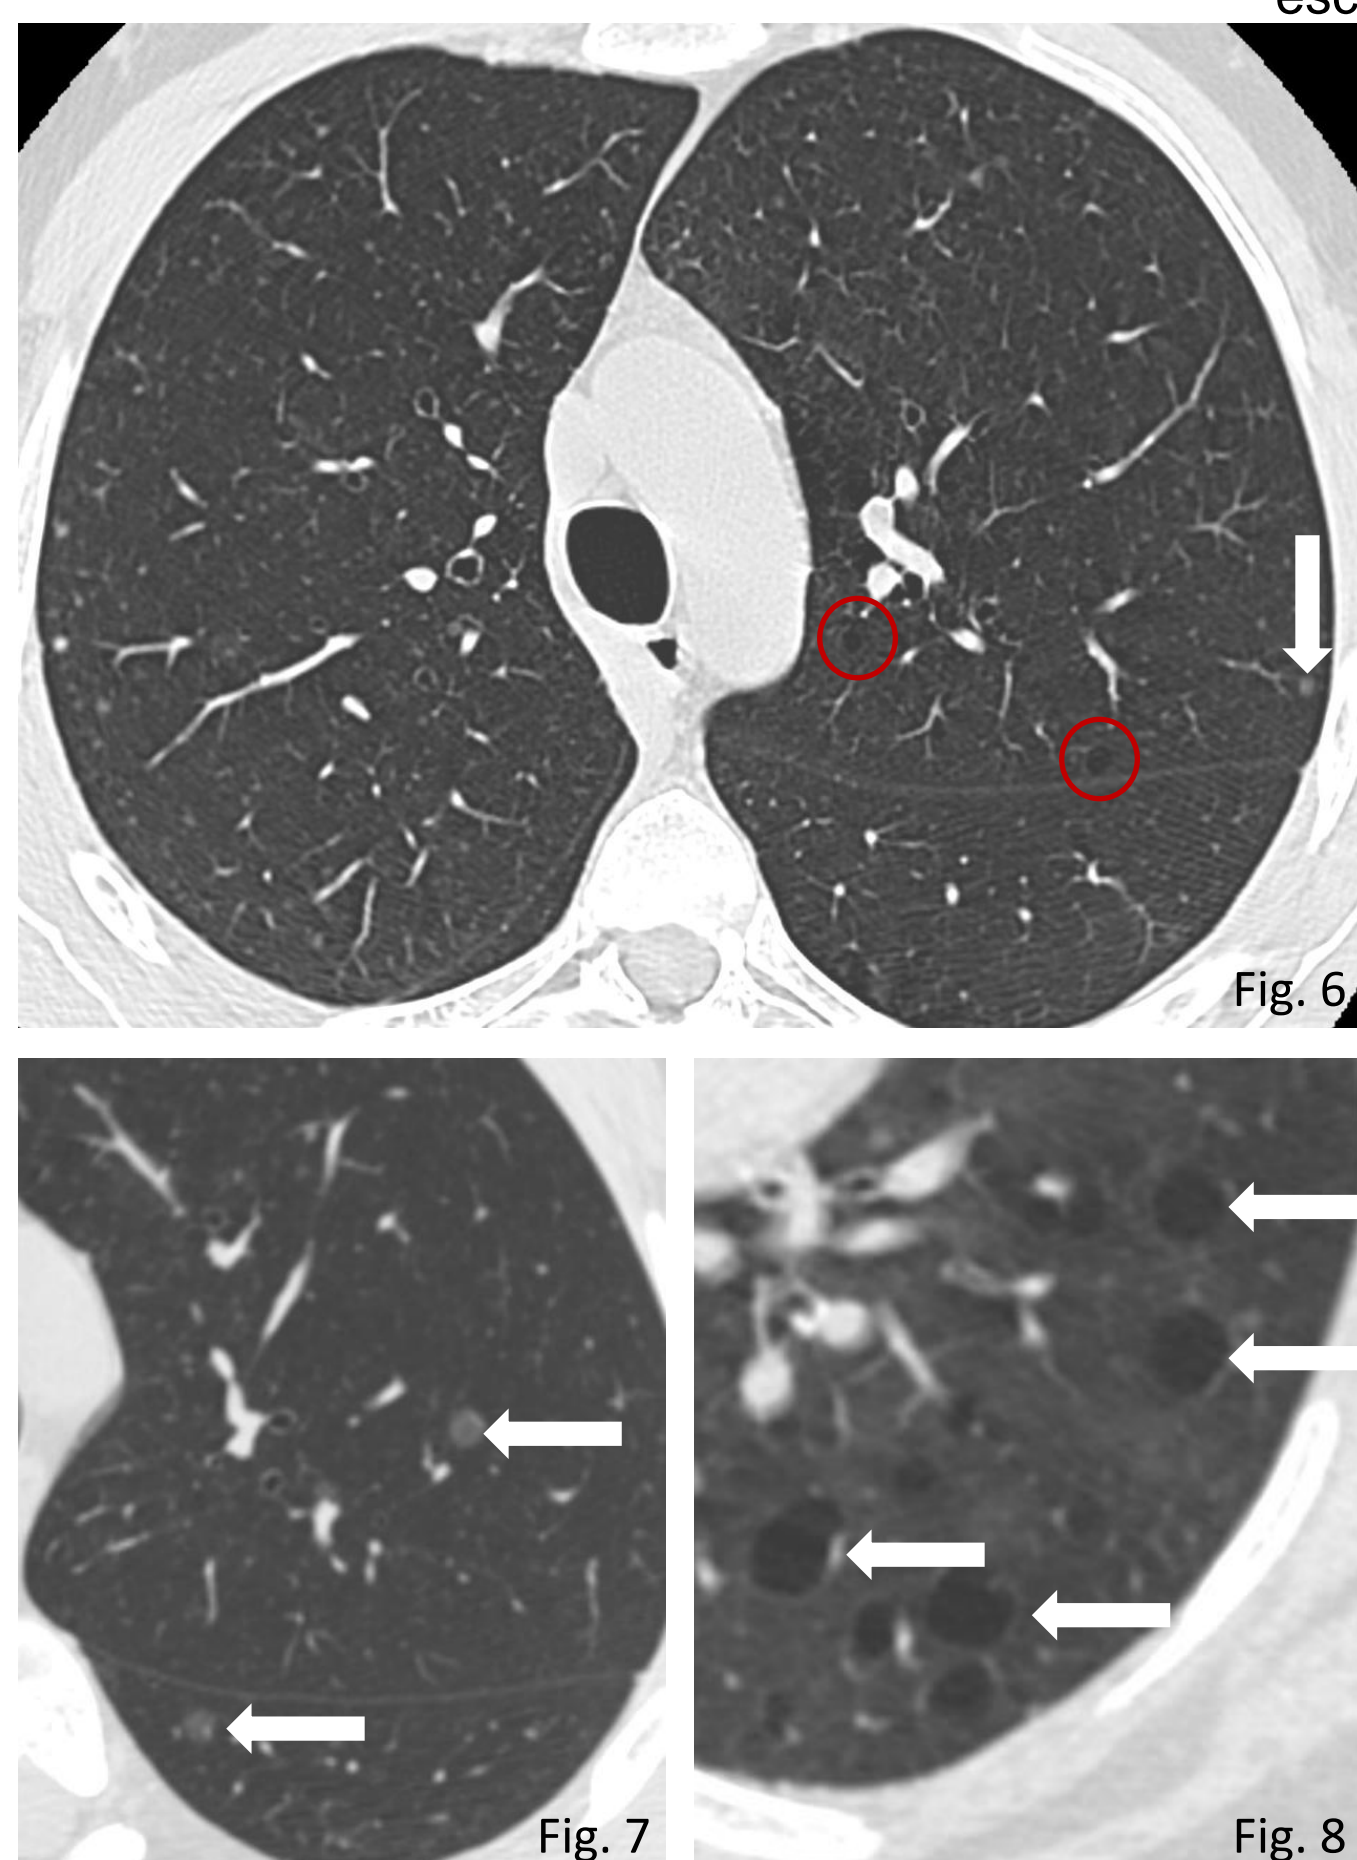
TC torácica demonstrando lesões quísticas pulmonares compatíveis com linfangioleiomiomatose incipiente (círculos), associadas a micronódulos pulmonares atribuíveis a hiperplasia pneumocitária (seta), num doente com esclerose tuberosa. Fig. 7: Nódulos pulmonares (setas) no mesmo doente da Fig. 6. Fig. 8: Múltiplas lesões quísticas (setas) num doente com linfangioleiomiomatose avançada.
